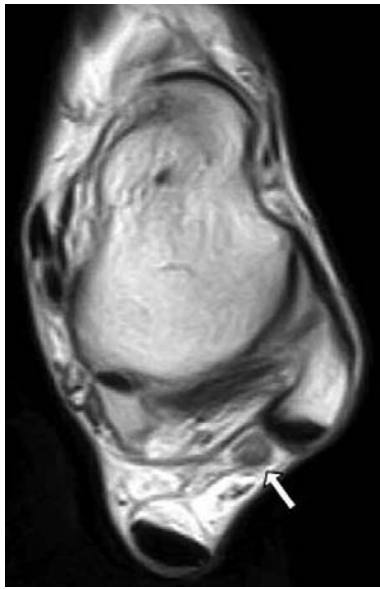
Peroneus quartus*. RM axial potenciada en DP a nivel del domo astragalino que demuestra la presencia de un músculo *peroneus quartus* (accesorio) (flecha) en situación posterior y medial a los tendones *peroneos lateral largo* y *corto*.
